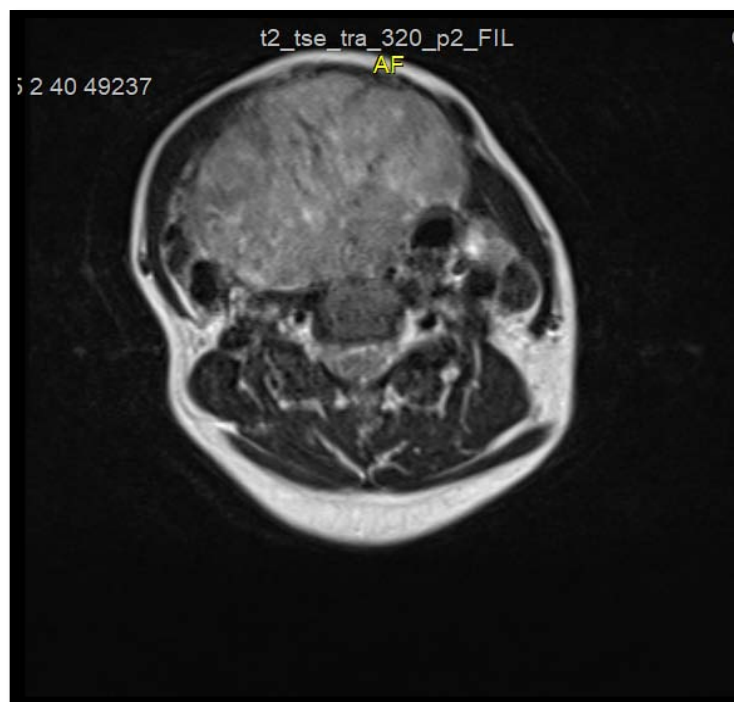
IRM cervico-médiastinale en coupe axiale en séquence pondérée T2 sans FAT SAT, montrant un volumineux goitre de signal hétérogène avec déviation trachéale gauche (iconographie du service)
